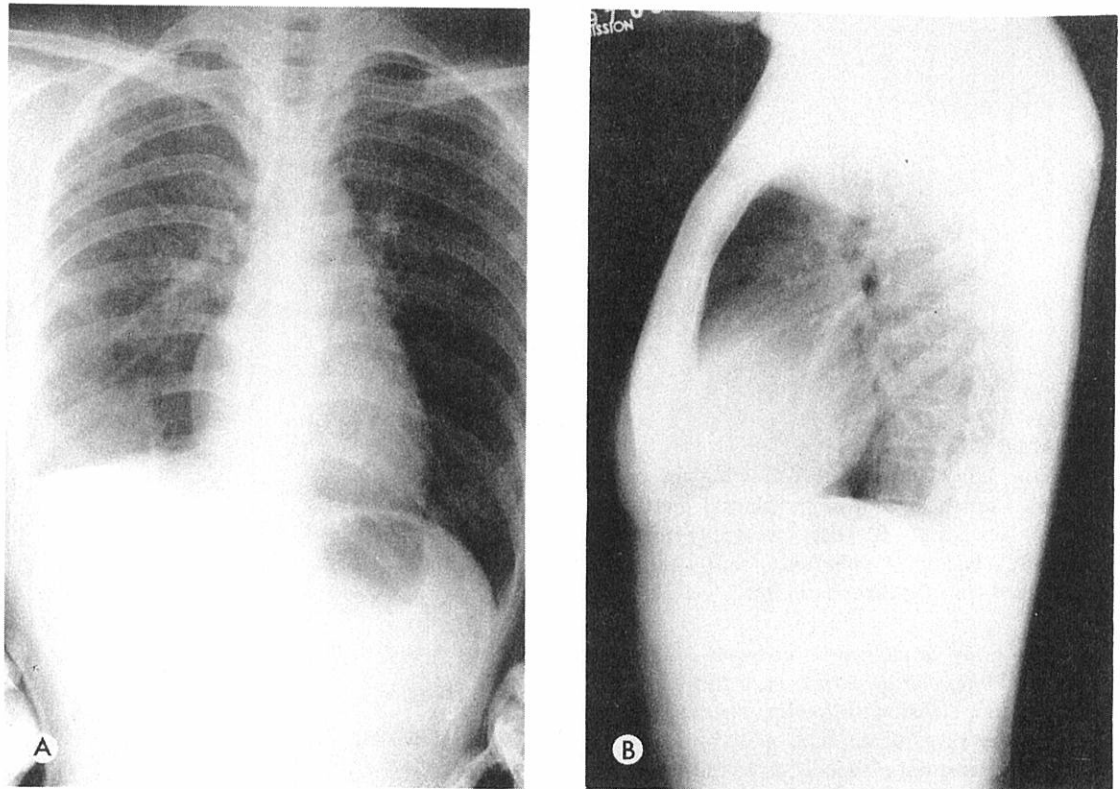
Posteroanterior (A) and lateral (B) chest radiographs in June 1961 show pleural thickening and an encapsulated pleural effusion in the costophrenic sinus posteriorly.
